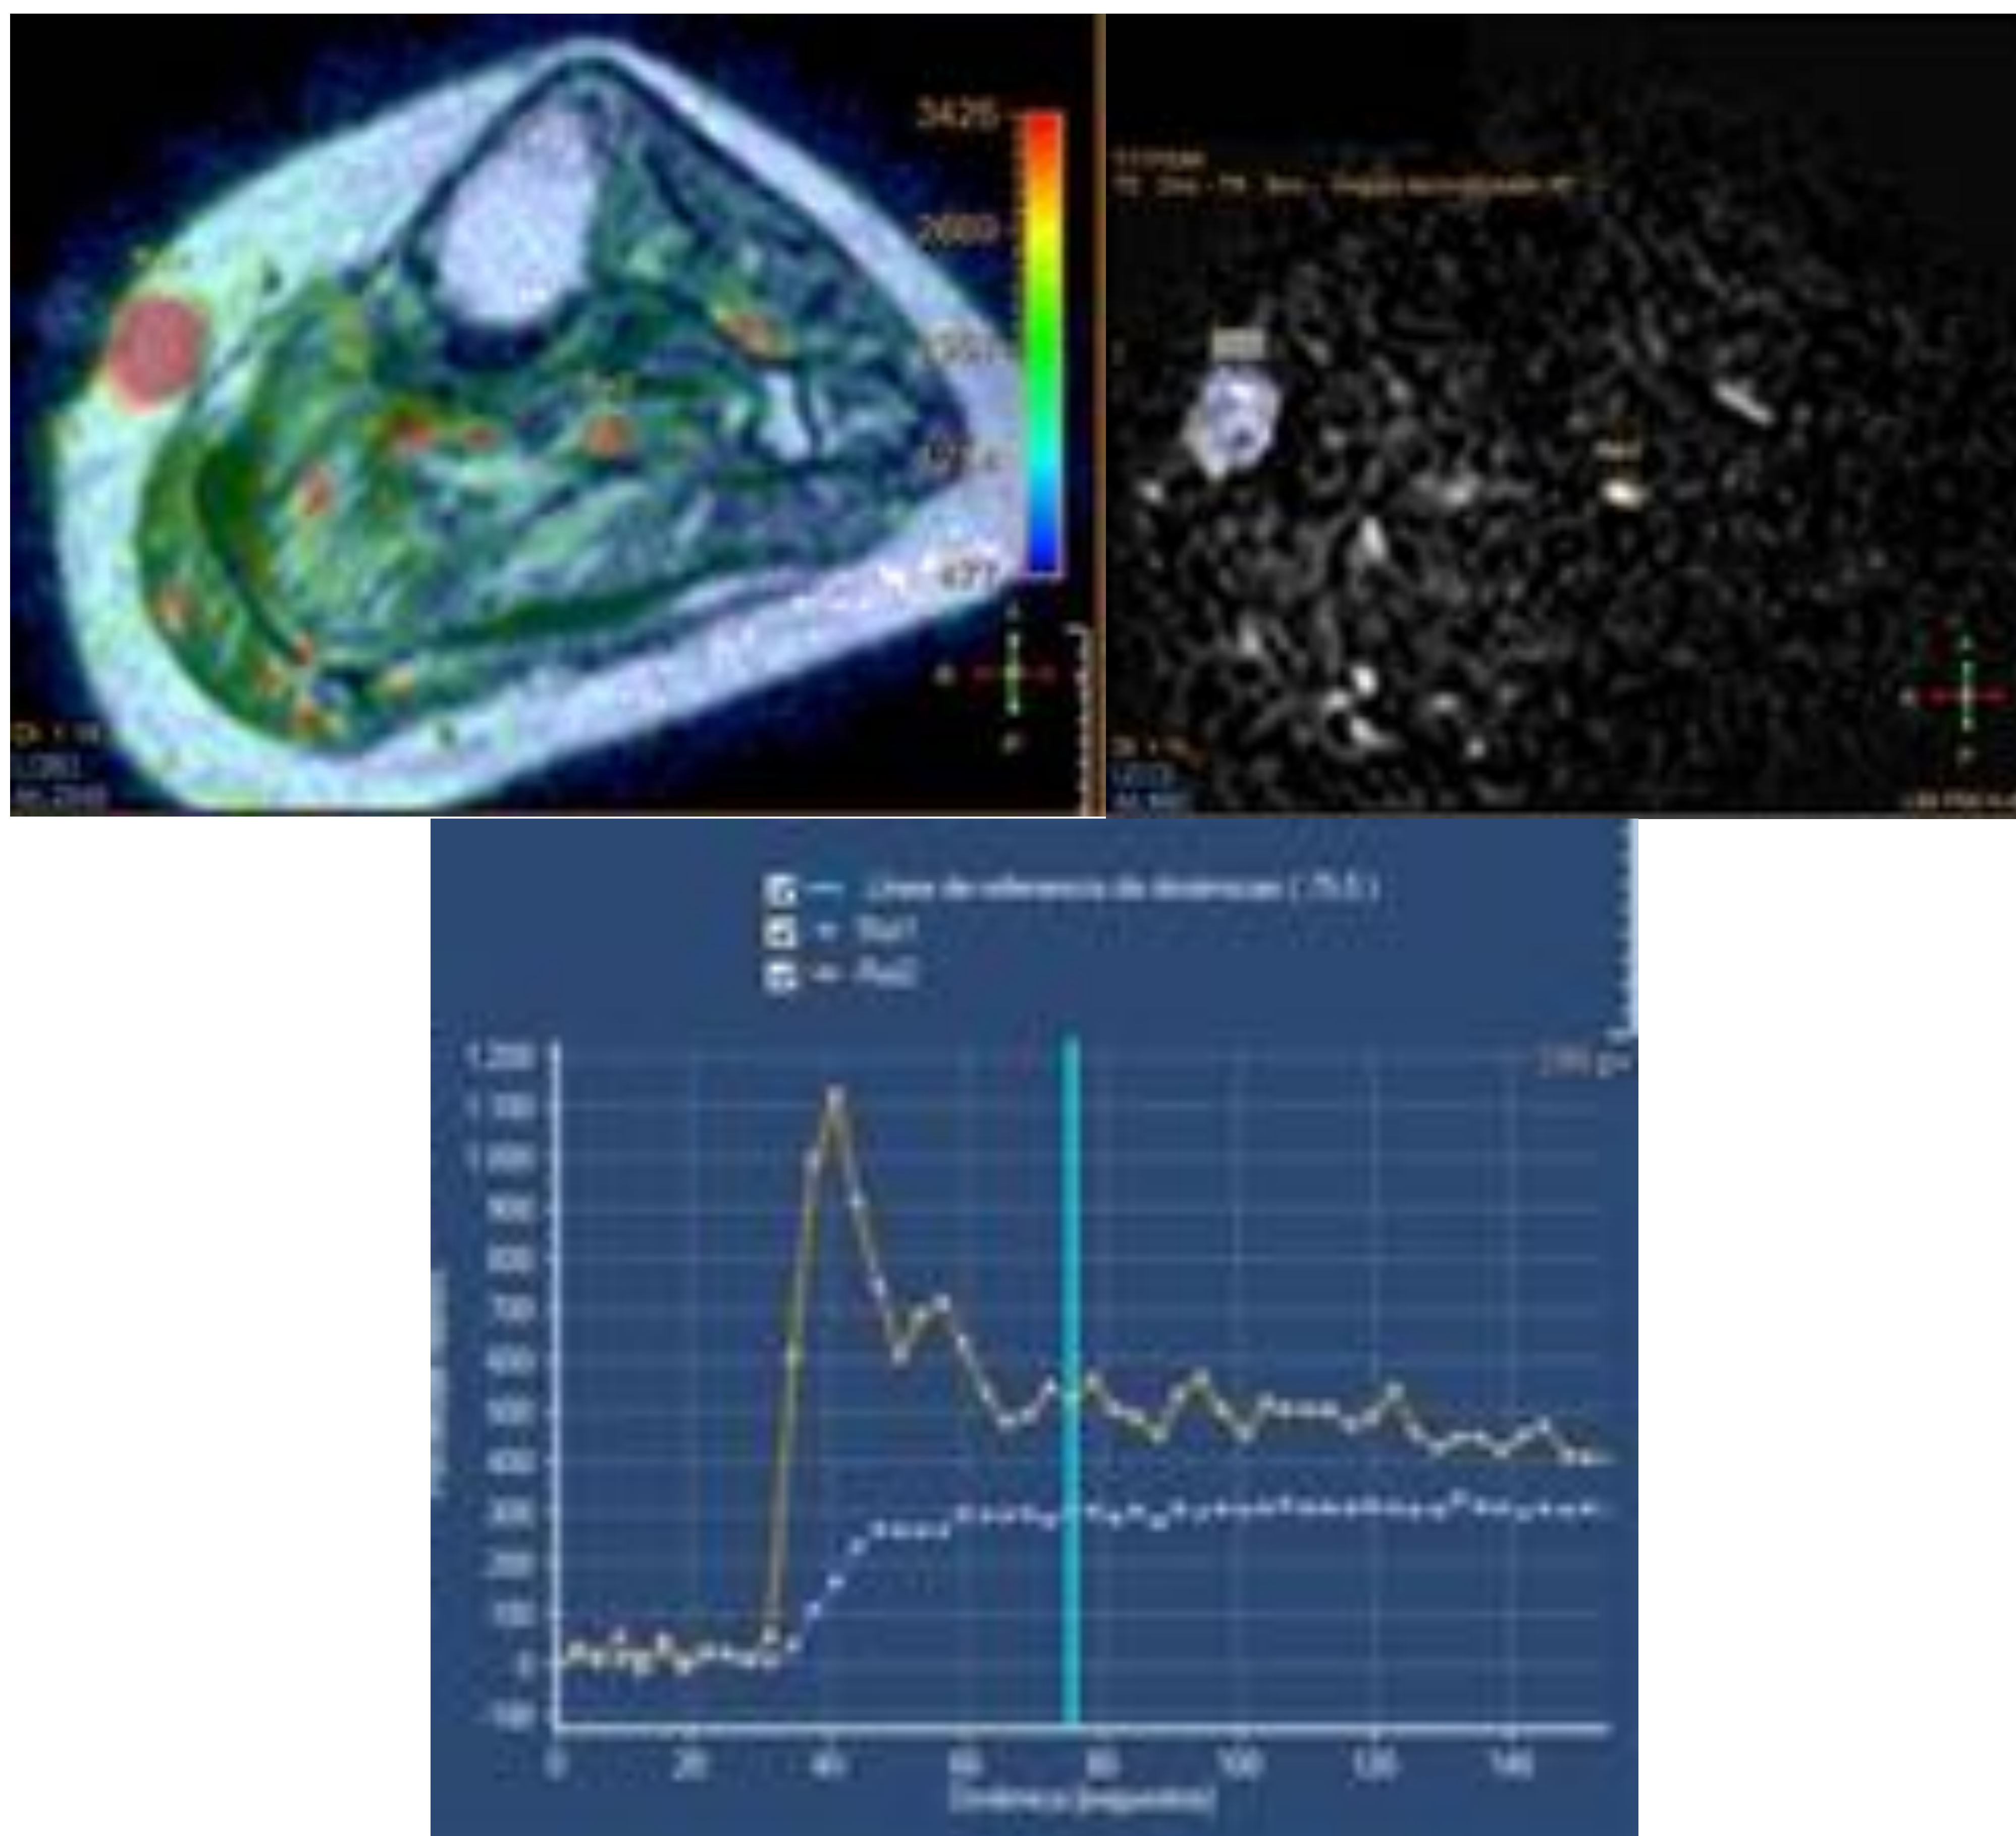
Estudio de RM-perfusión de la recidiva del leiomiosarcoma (fig. 36).
